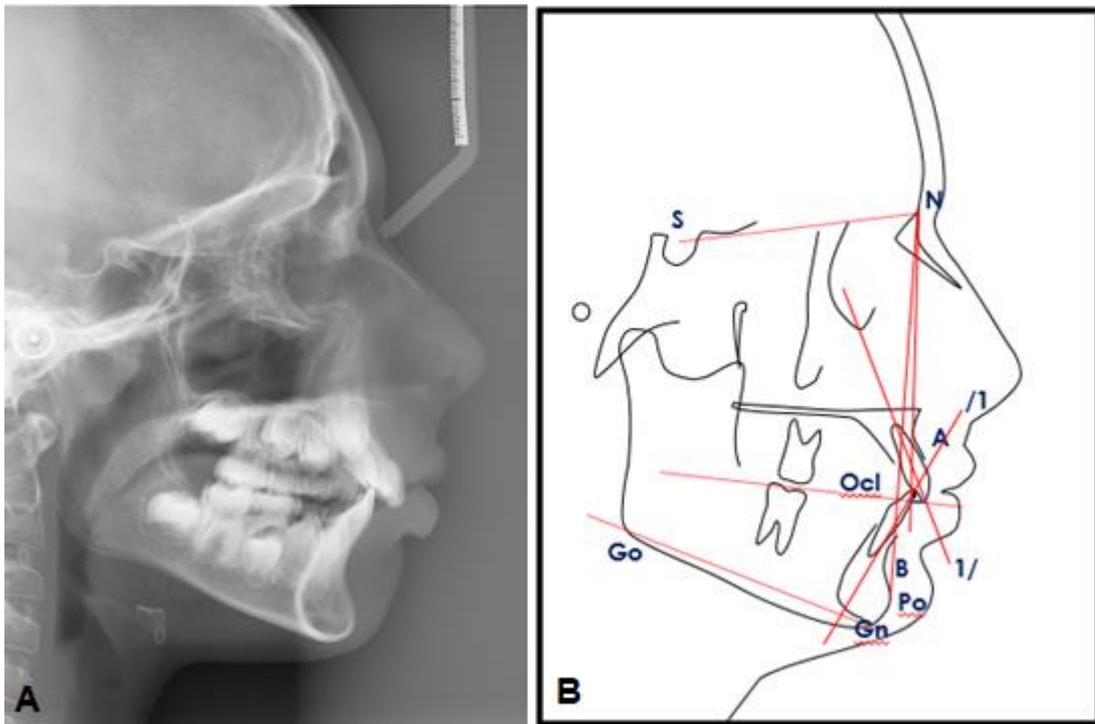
A) Telerradiografia de perfil inicial; B) Traçado cefalométrico inicial
